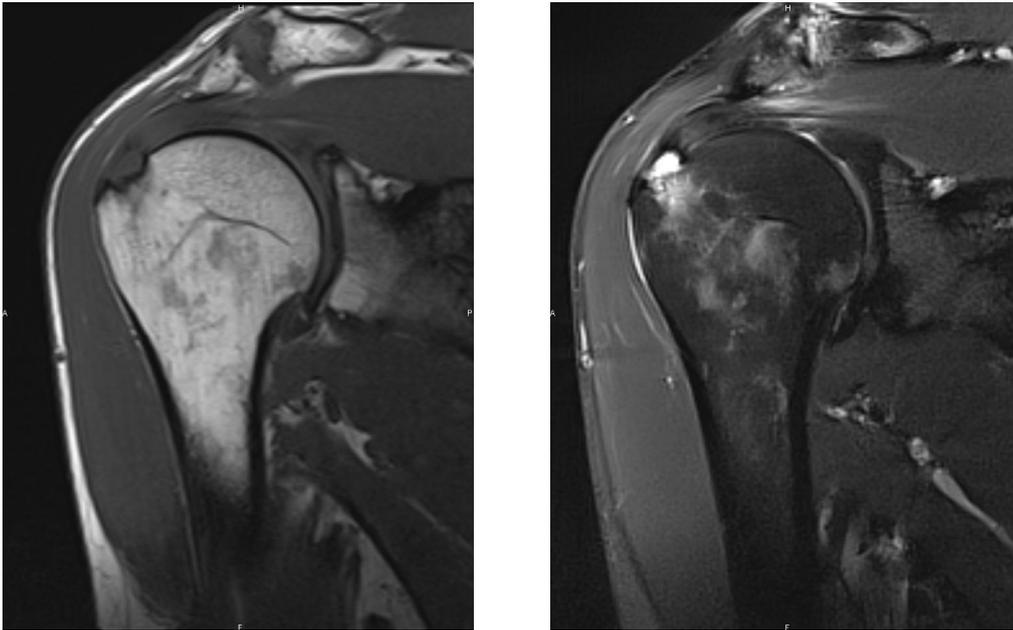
Oedeme diaphyso-métaphysaire huméral (phase 1) mais également lésion tendineuse du supra-épineux et arthrose acromio-claviculaire en IRM
